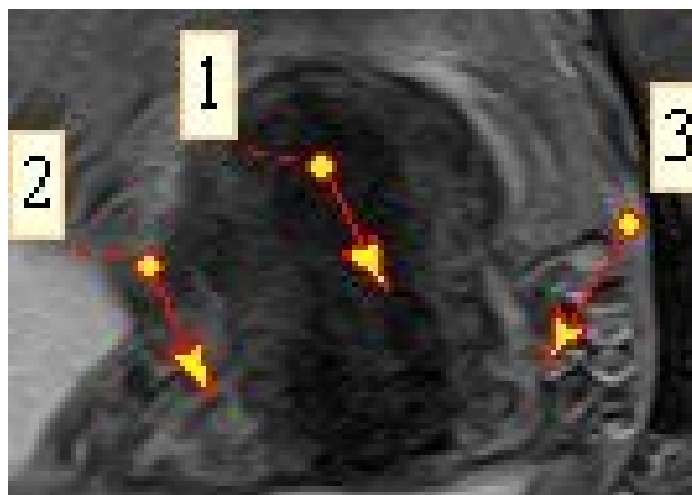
Маточно-влагалищное венозное сплетение при dextrodeviatio uteri, МР-томограмма в проекции АХ Т2: 1 – матка; 2 – правое маточно-влагалищное венозное сплетение; 3 – левое маточно-влагалищное венозное сплетение
